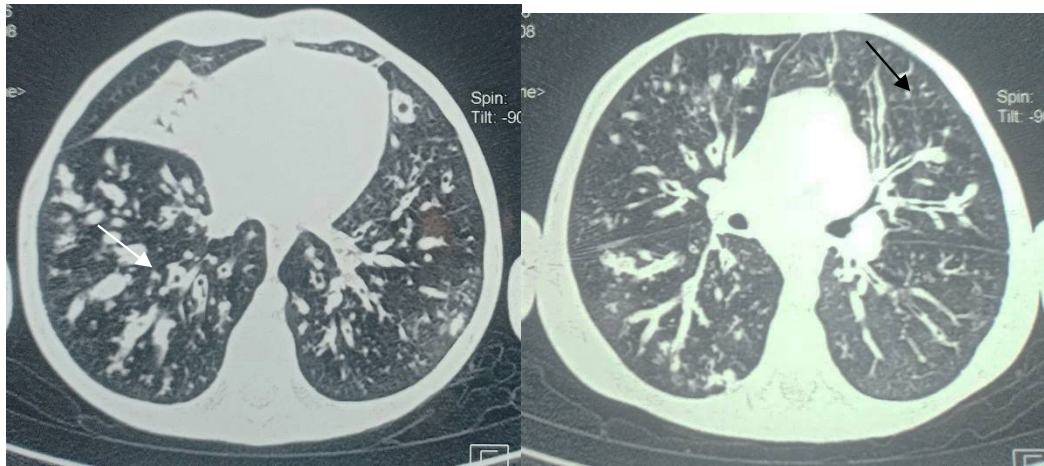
TDM thoracique objectivant des déformations cylindriques des bronches avec impactions mucoïdes
